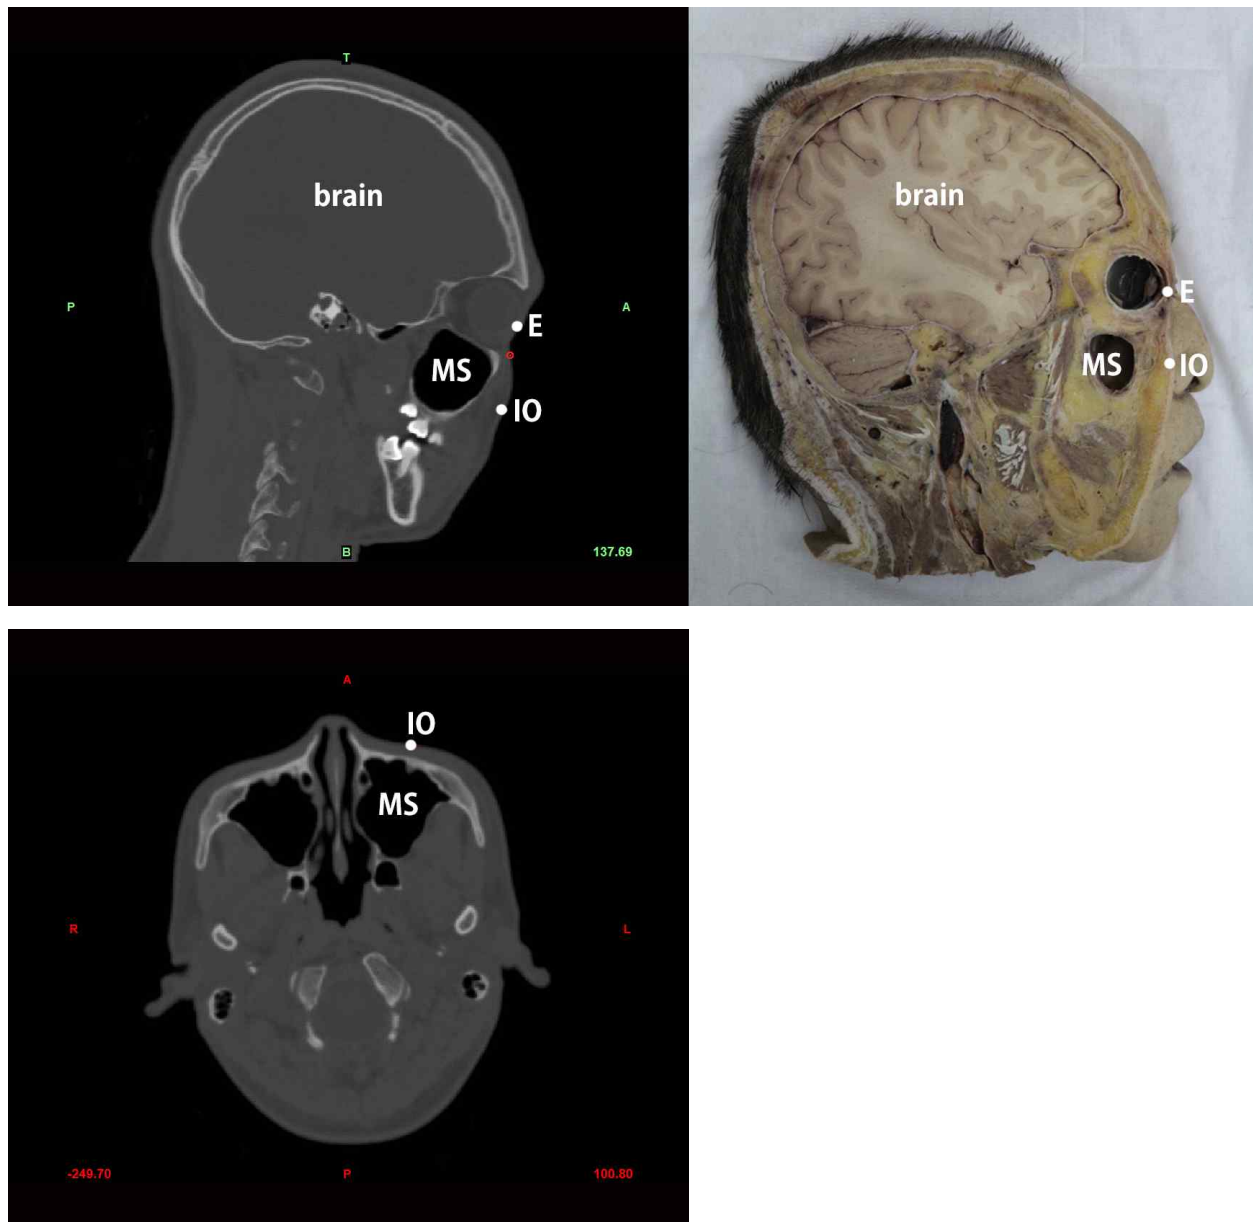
위턱굴 중간을 지나는 시상면(위)과 수평면(아래)에서 본 시신의 CT 이미지
